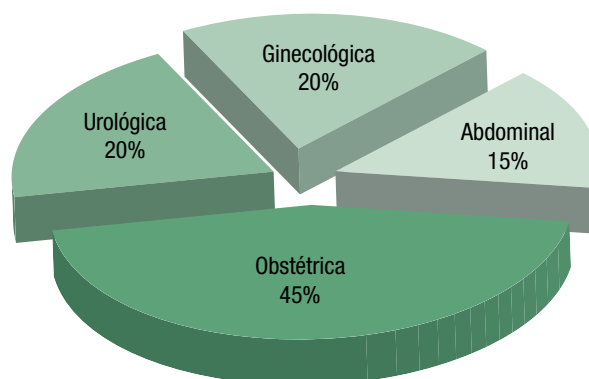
Tipos de exámenes de ultrasonido realizados por el médico remoto.
